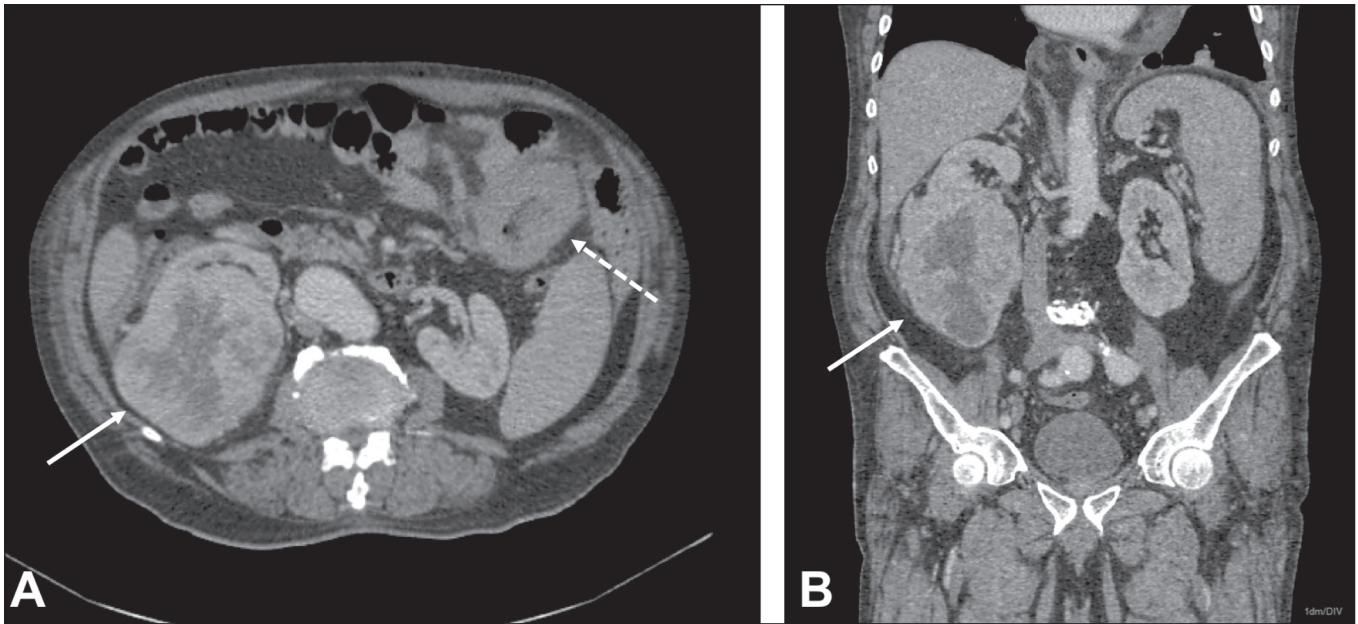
Paciente masculino, 60 anos, em reestadiamento de carcinoma espinocelular de pênis previamente ressecado. TC axial (A) e coronal (B) mostrando múltiplos nódulos pulmonares, massa no rim direito (setas), lesão no jejunum (seta tracejada) e linfonodomegalias inguinais à direita. Biópsia percutânea confirmou adenocarcinoma primário de jejunum com metástases pulmonares e inguinais e carcinoma de células claras do rim direito.
